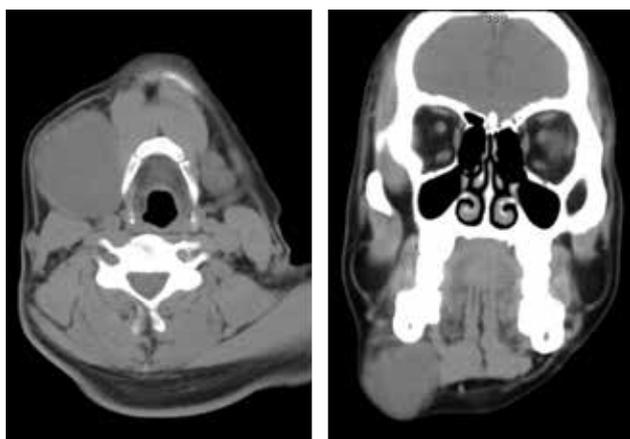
TAC contrastada que muestra extensión y localización de la lesión.
